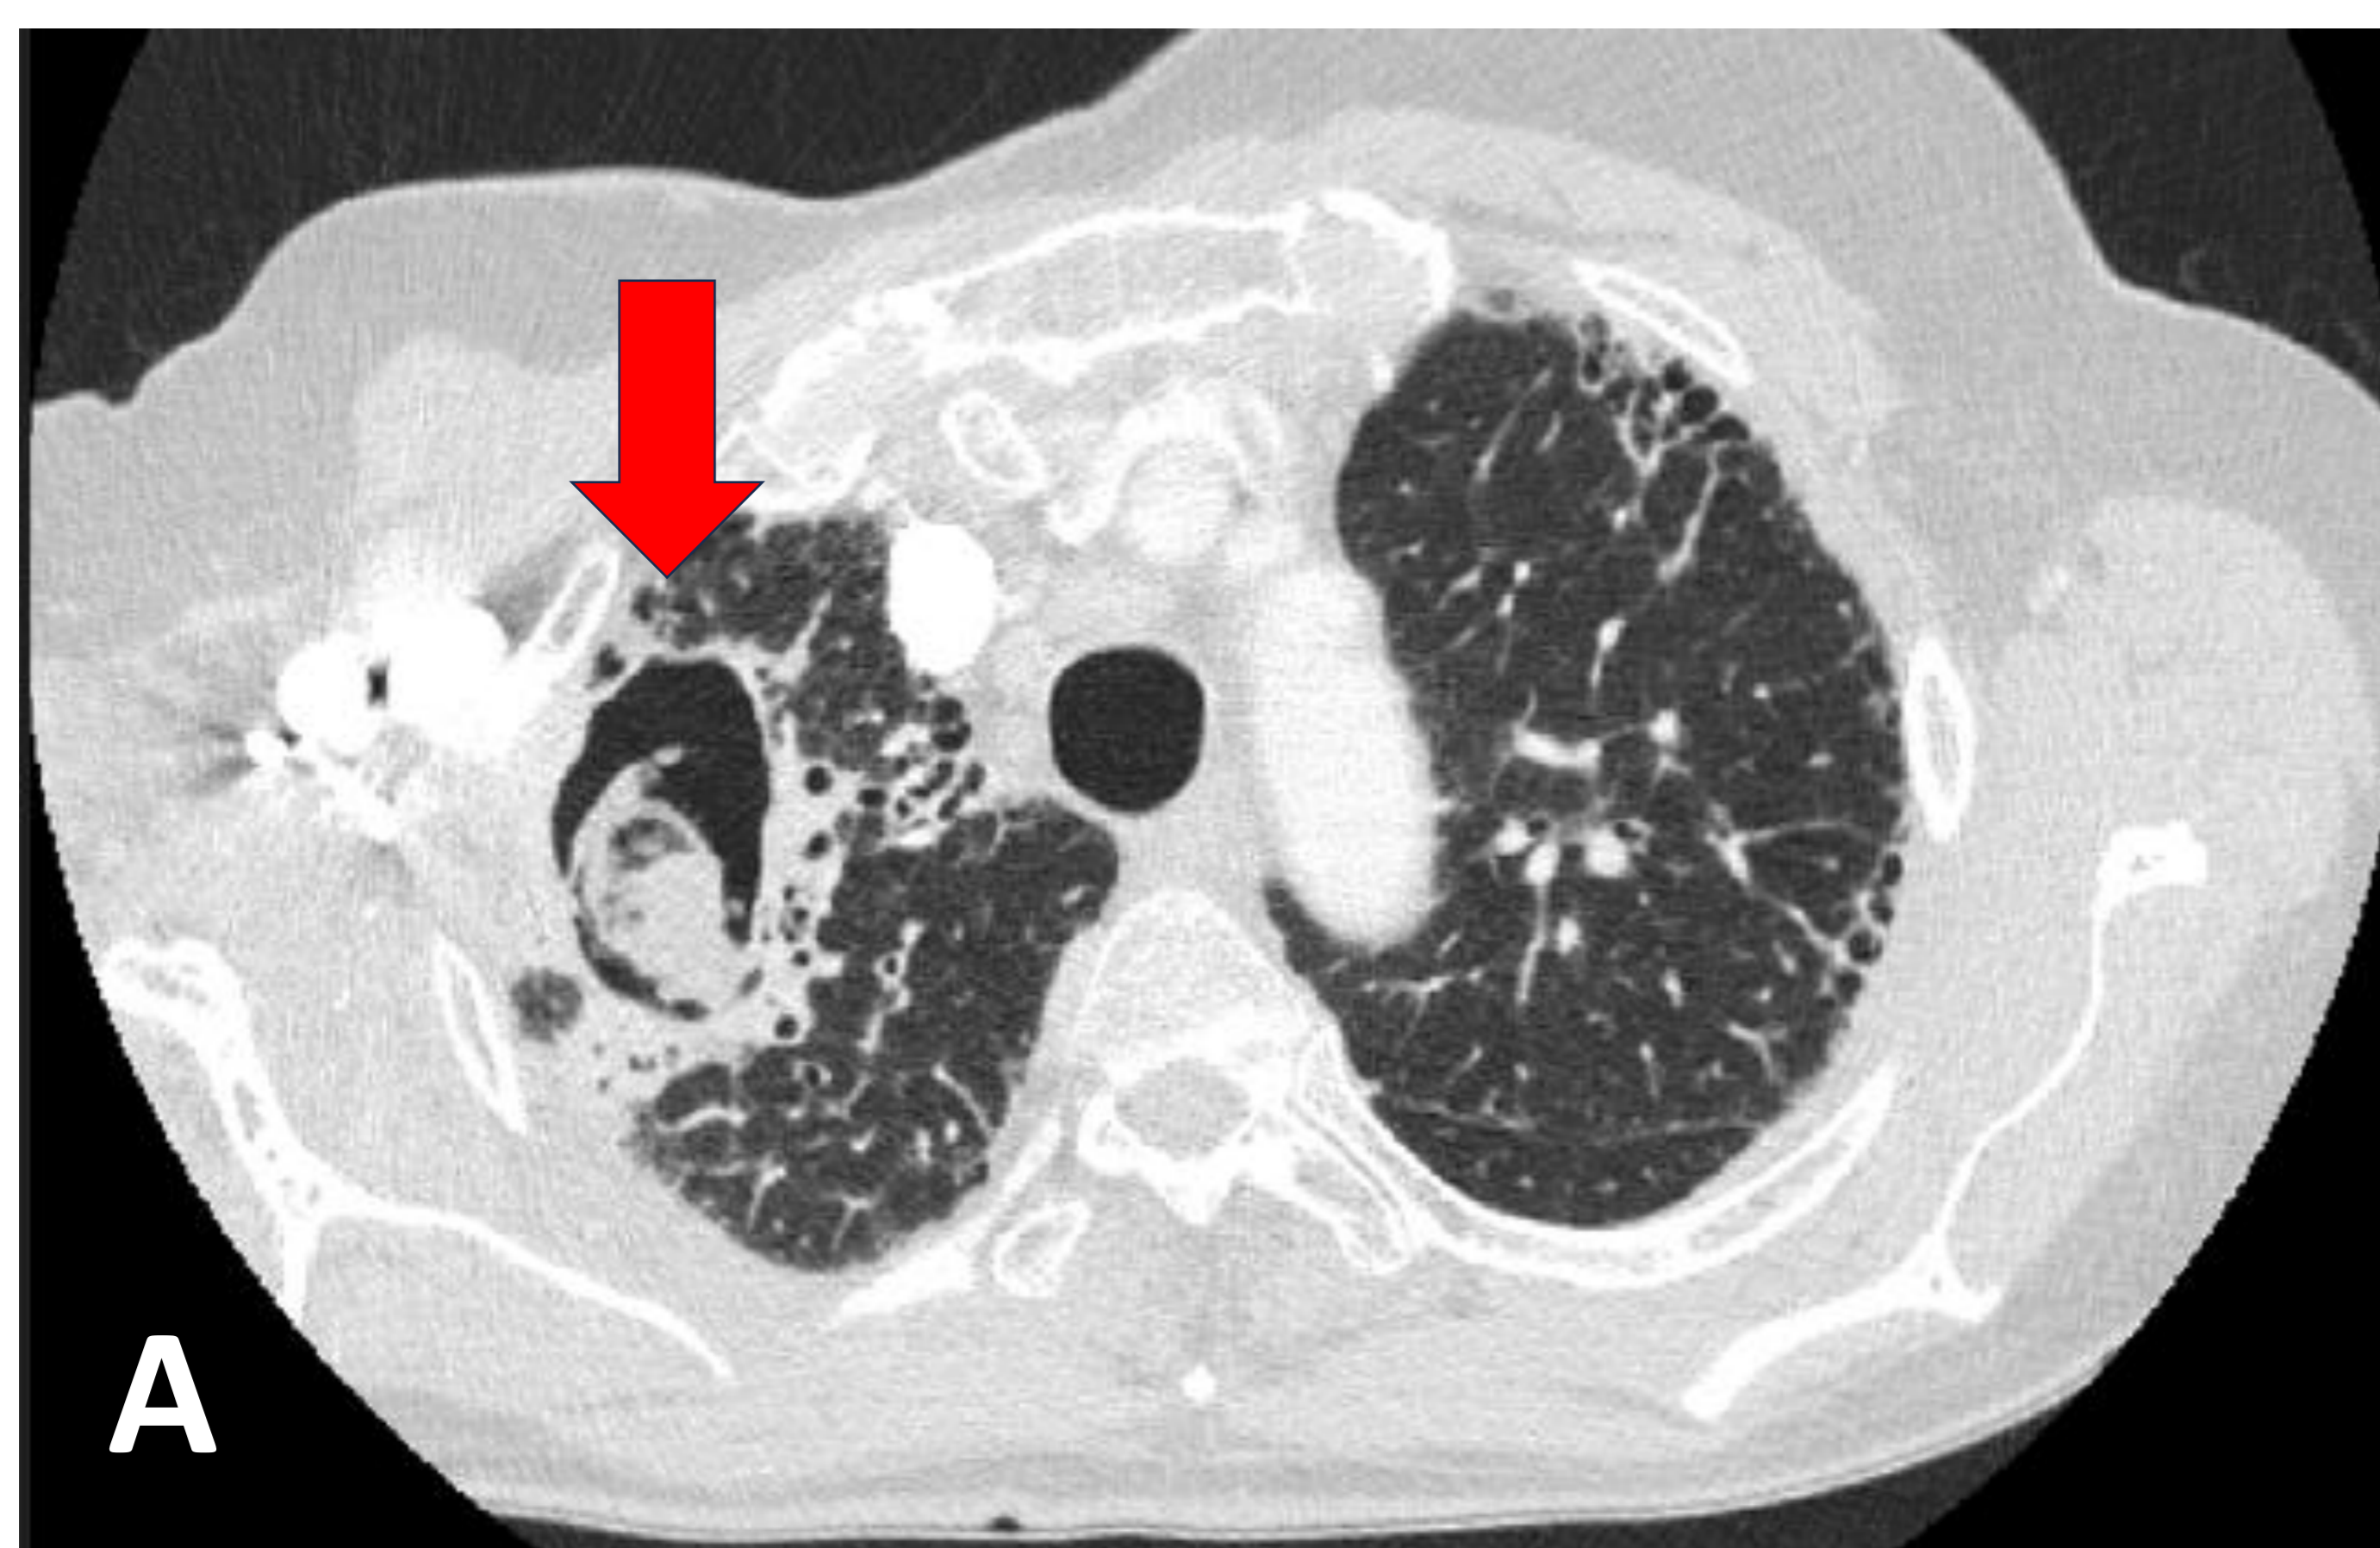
TC de tórax, cortes axiales (A-B) y coronales (C-D), en un paciente con antecedentes de aspergilosis invasiva, donde se identifica una cavidad en ápex pulmonar derecho con contenido heterogéneo en su porción declive de morfología ovalada que sugiere aspergiloma como primera posibilidad (flecha roja). Se visualizan también pequeños infiltrados nodulares bilaterales (flecha amarilla) y áreas de panalización con desestructuración del parénquima (círculo verde).
